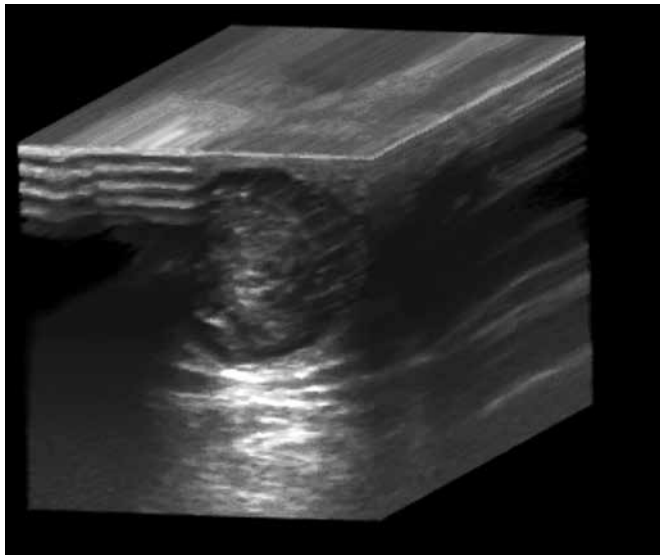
Ecografía con reconstrucción 3D de quiste epidérmico. Observe el reforzamiento acústico posterior de la lesión.
